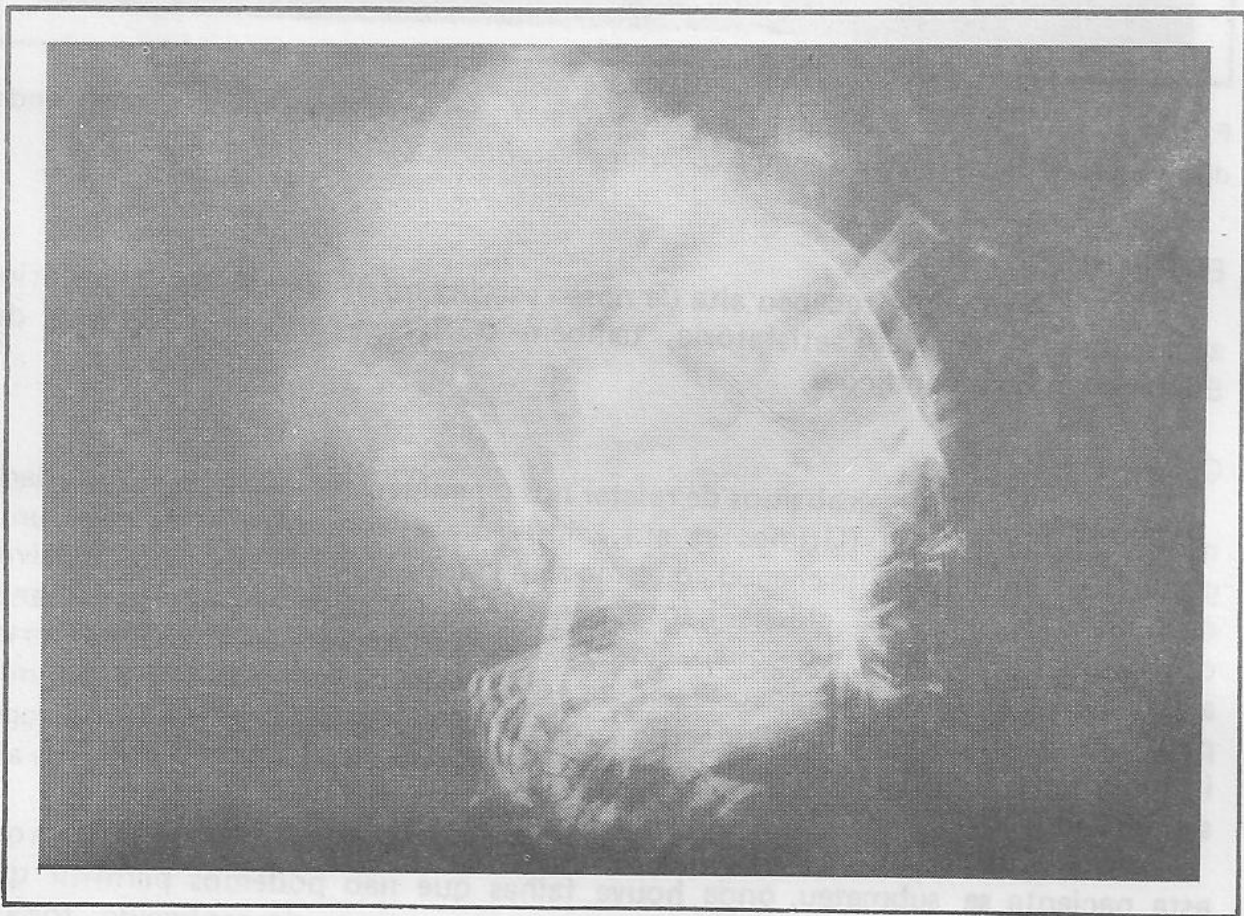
Microrradiografia da peça cirúrgica em incidência antero-posterior.
